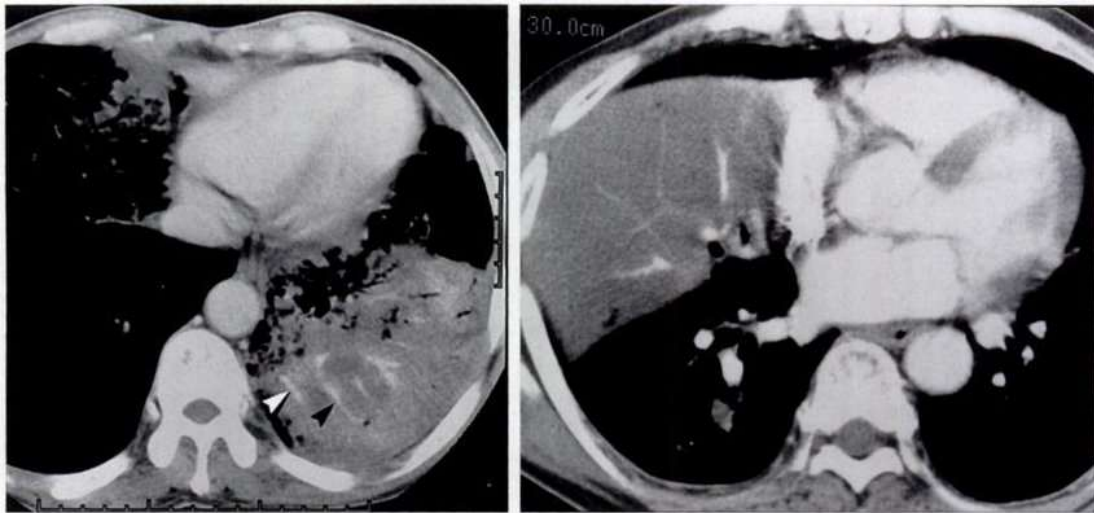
Imágenes TC torácico tras la administración de contraste intravenoso donde se aprecia la permeabilidad de los vasos pulmonares atravesando el carcinoma bronquioloalveolar (flechas). (tomado de Lee et al. (80)).
